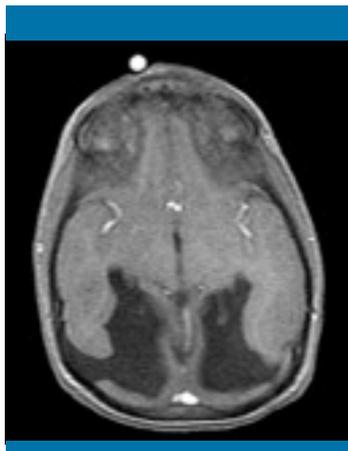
Resonancia magnética cerebral potenciada en T1. Proyección axial. Presencia de surcos profundos limitados por sustancia gris, que atraviesan el hemisferio cerebral y se extienden desde la piamadre hasta el epéndimo de ambos ventrículos laterales. El surco izquierdo está cerrado (esquisencefalia tipo I) y el derecho abierto (esquisencefalia tipo II)
